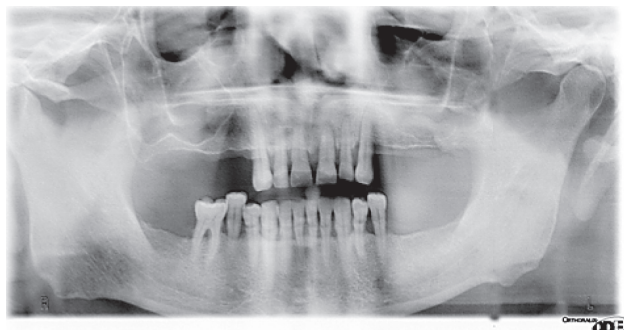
Пациент К., 57 лет. DS: вторичная частичная адентия. Ортопантомограмма
